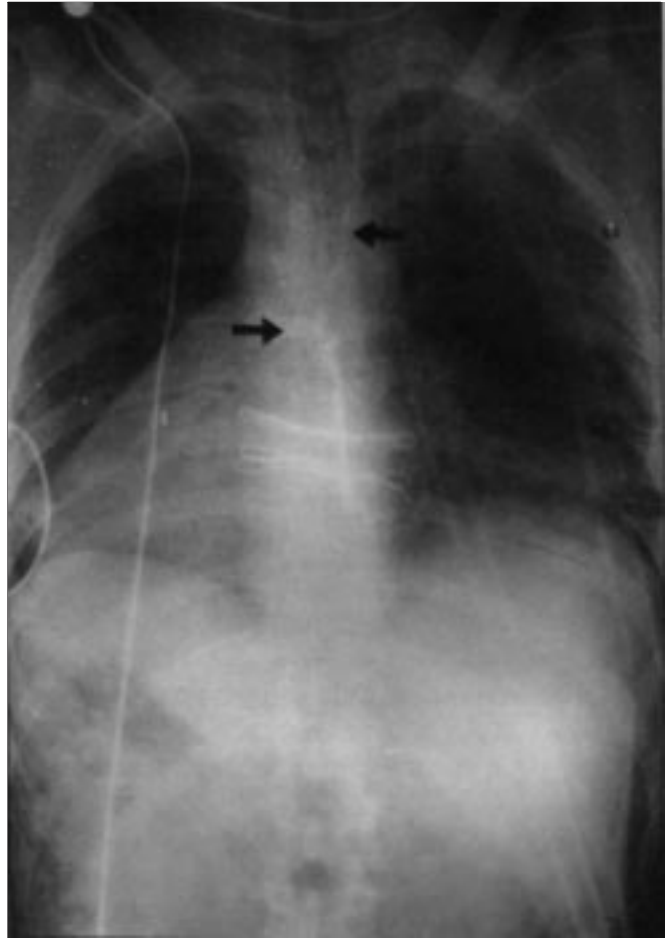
Radiografia de tórax realizada ao término da cirurgia, mostrando o posicionamento do tubo endobrônquico esquerdo no brônquio fonte direito (seta inferior), com a bifurcação corretamente posicionada na carina (seta superior).
